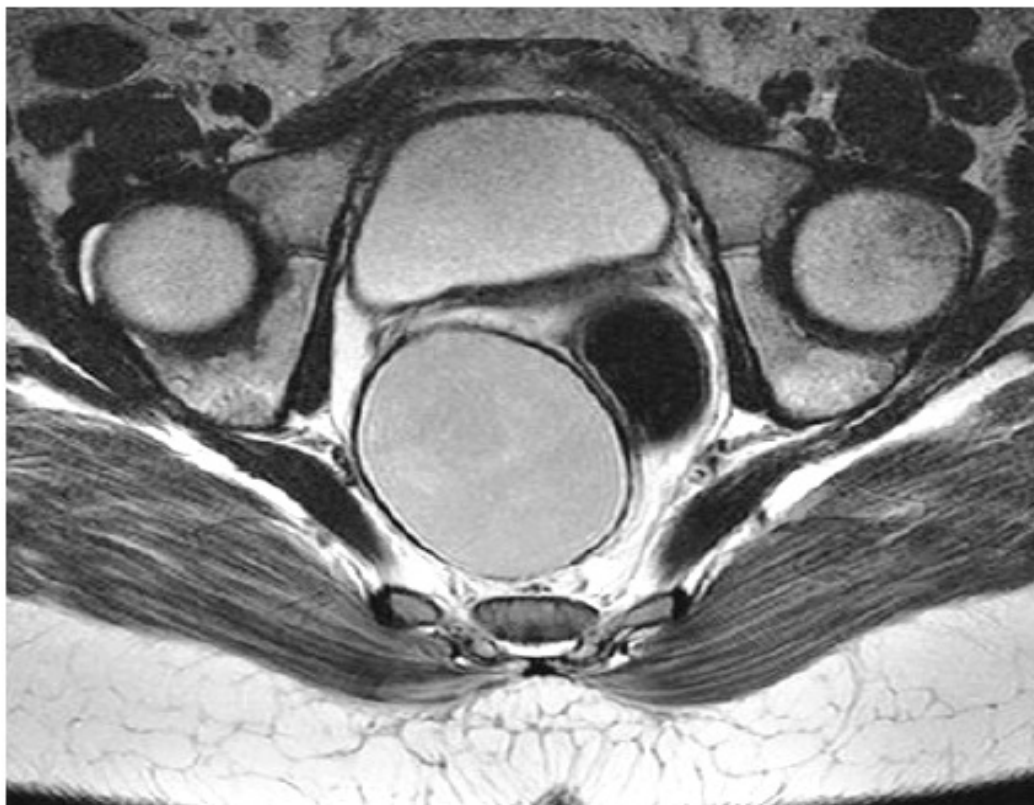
Aspect IRM en séquence T1 et T2 révélant une image pré-sacrée de nature kystique chez un patient présentant une duplication rectale [10]
